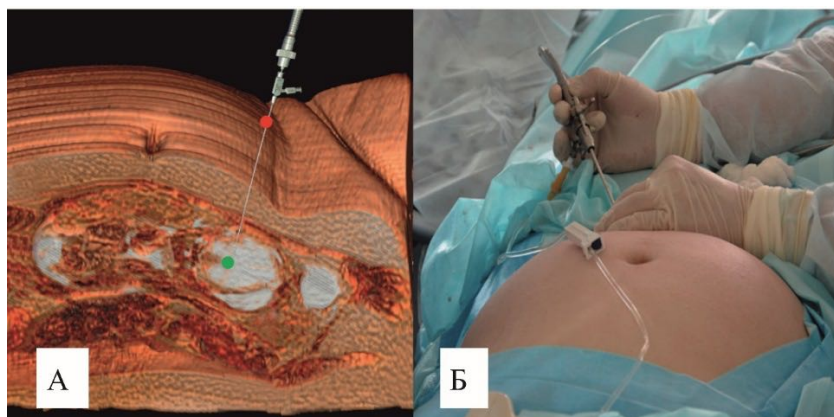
Планирование хирургического доступа при гидроцефалии плода – объёмное моделирование по данным МРТ: А – МРТ беременной в режиме Sag SSFSE, красной точкой обозначена проекция кожного доступа на передней брюшной стенке; Б – положение эндоскопа в процессе вентрикулоскопии
